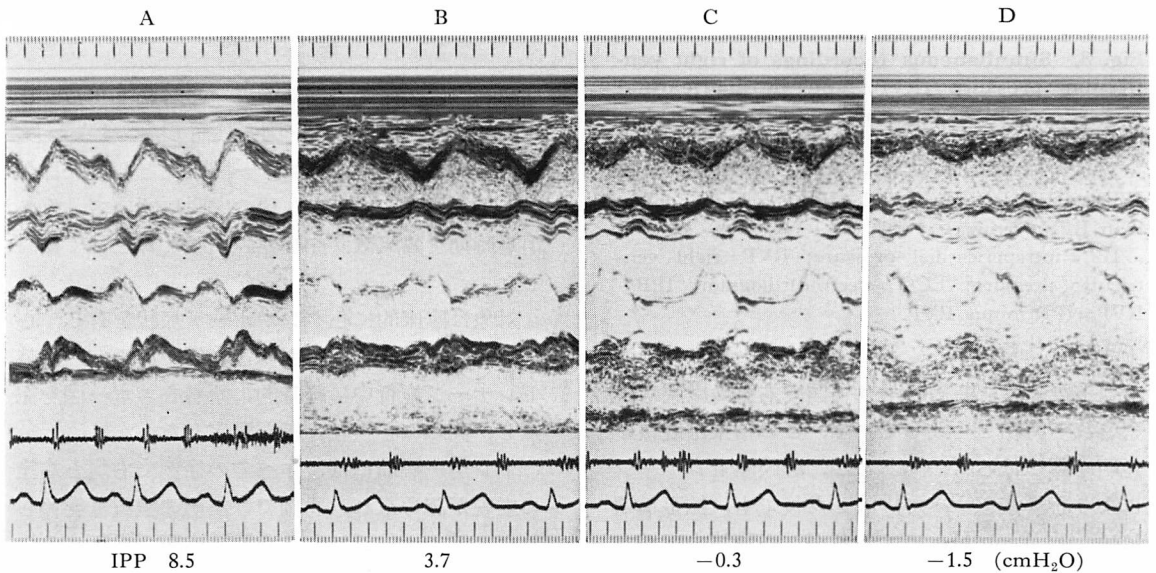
Changes of M-mode echocardiograms and intrapericardial pressures (IPP) during pericardial drainage.
